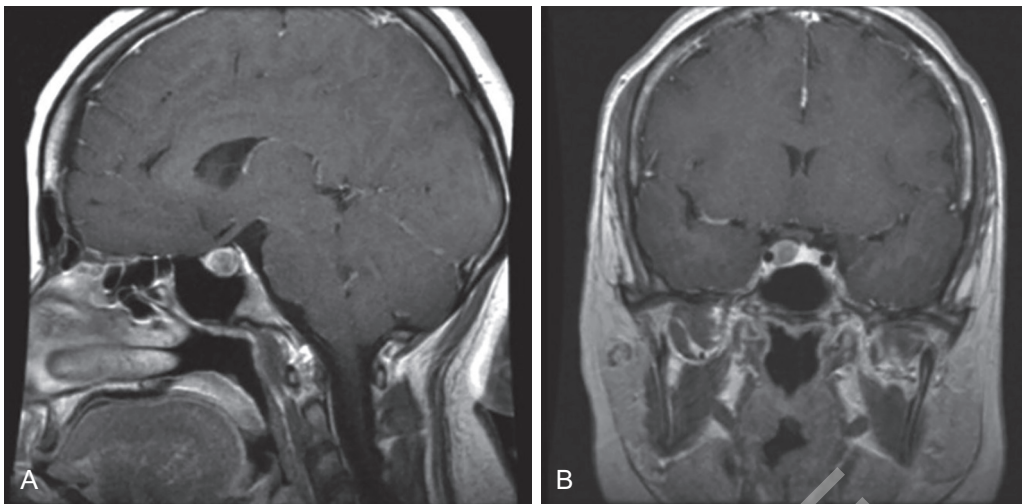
T1-gewichtetes MRT in sagittaler (A) und koronarer (B) Schichtung eines prolaktinproduzierenden Hypophysenmikroadenoms auf der rechten Sellaseite [XXX]
